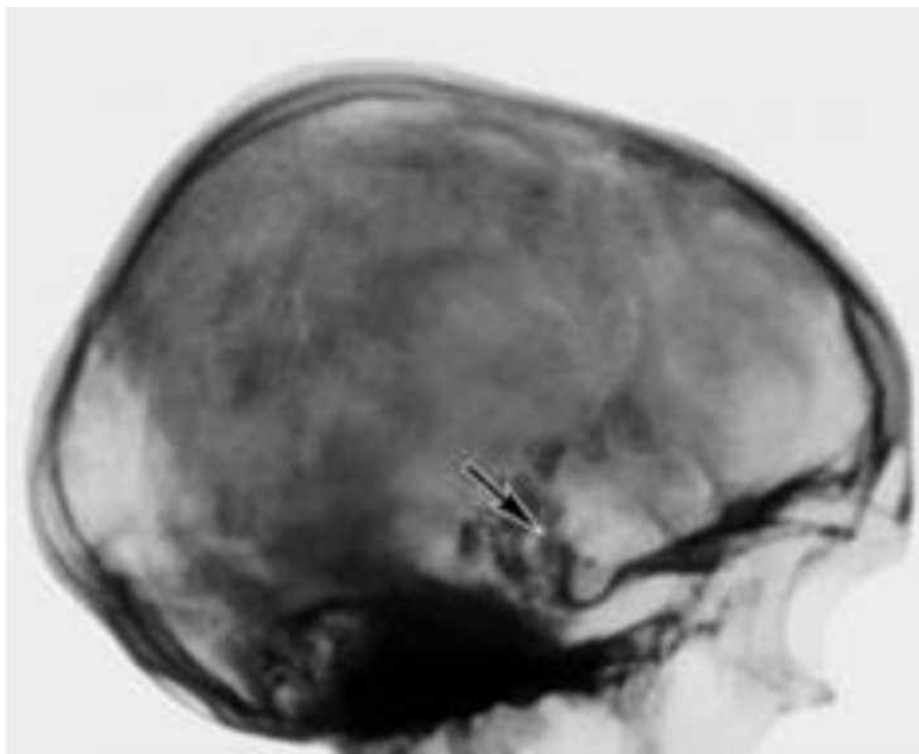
Рентгенография костей черепа
